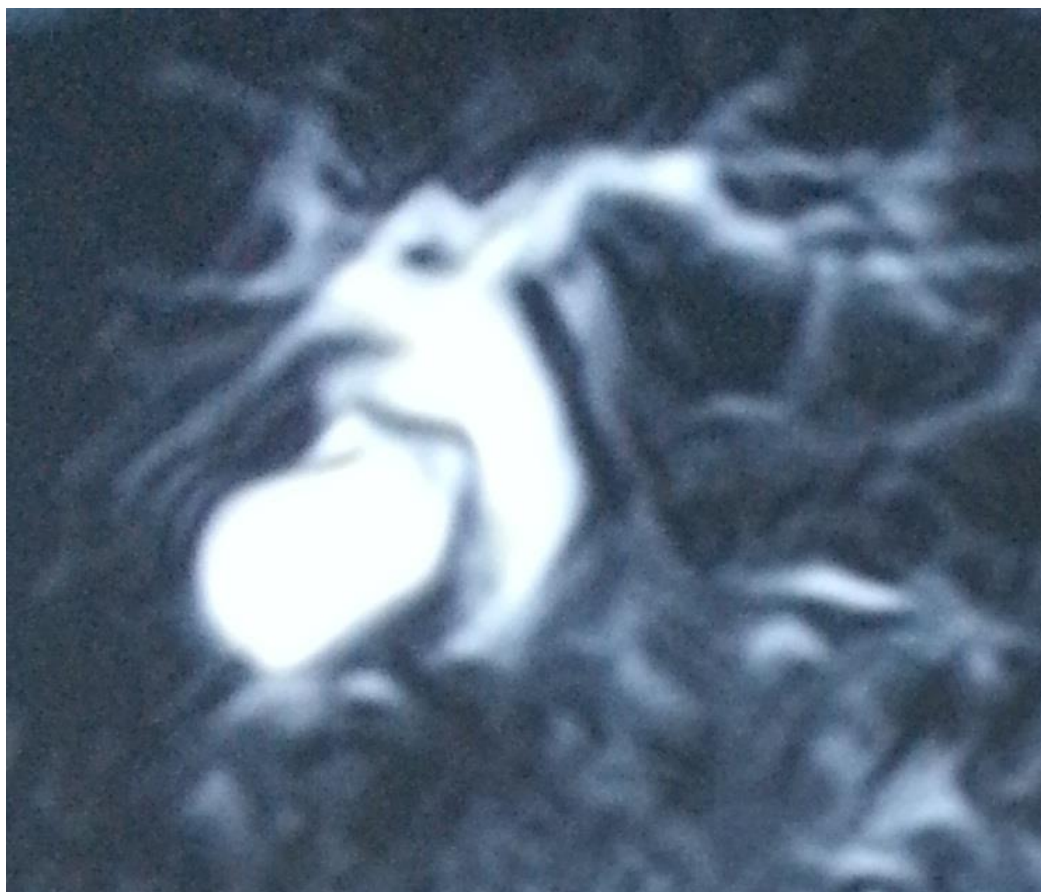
Coupe coronale de Bili-IRM objectivant une dilatation des VBEH qui s'étend en intra-hépatique classée Vla de TODANI.
